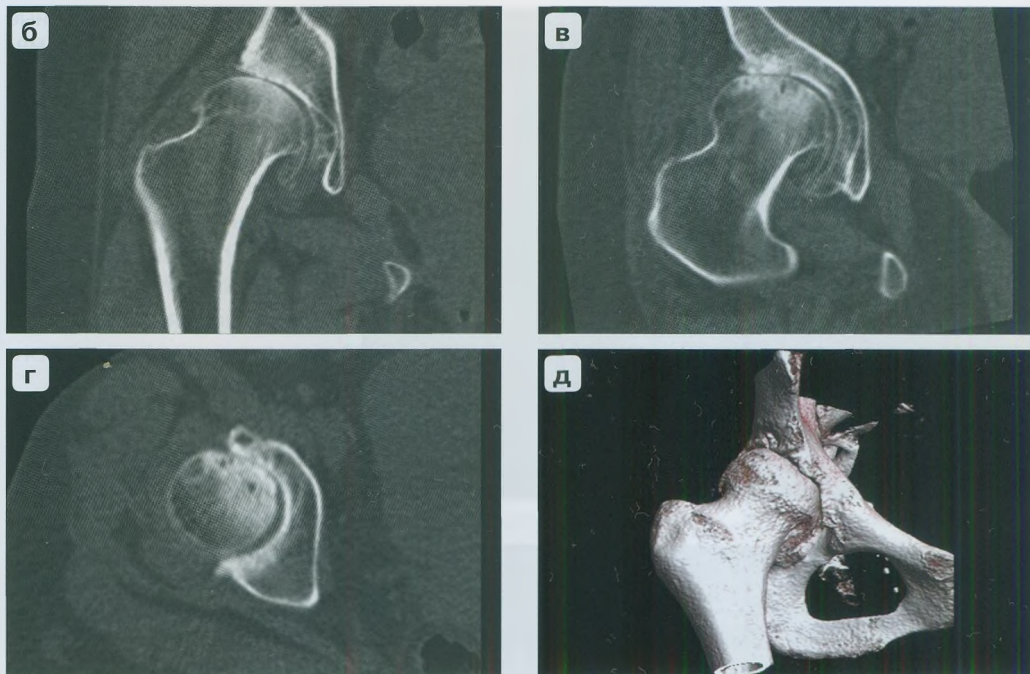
(окончание). б-г – МСКТ, различные проекции, д – 3D-реконструкция изображения.
